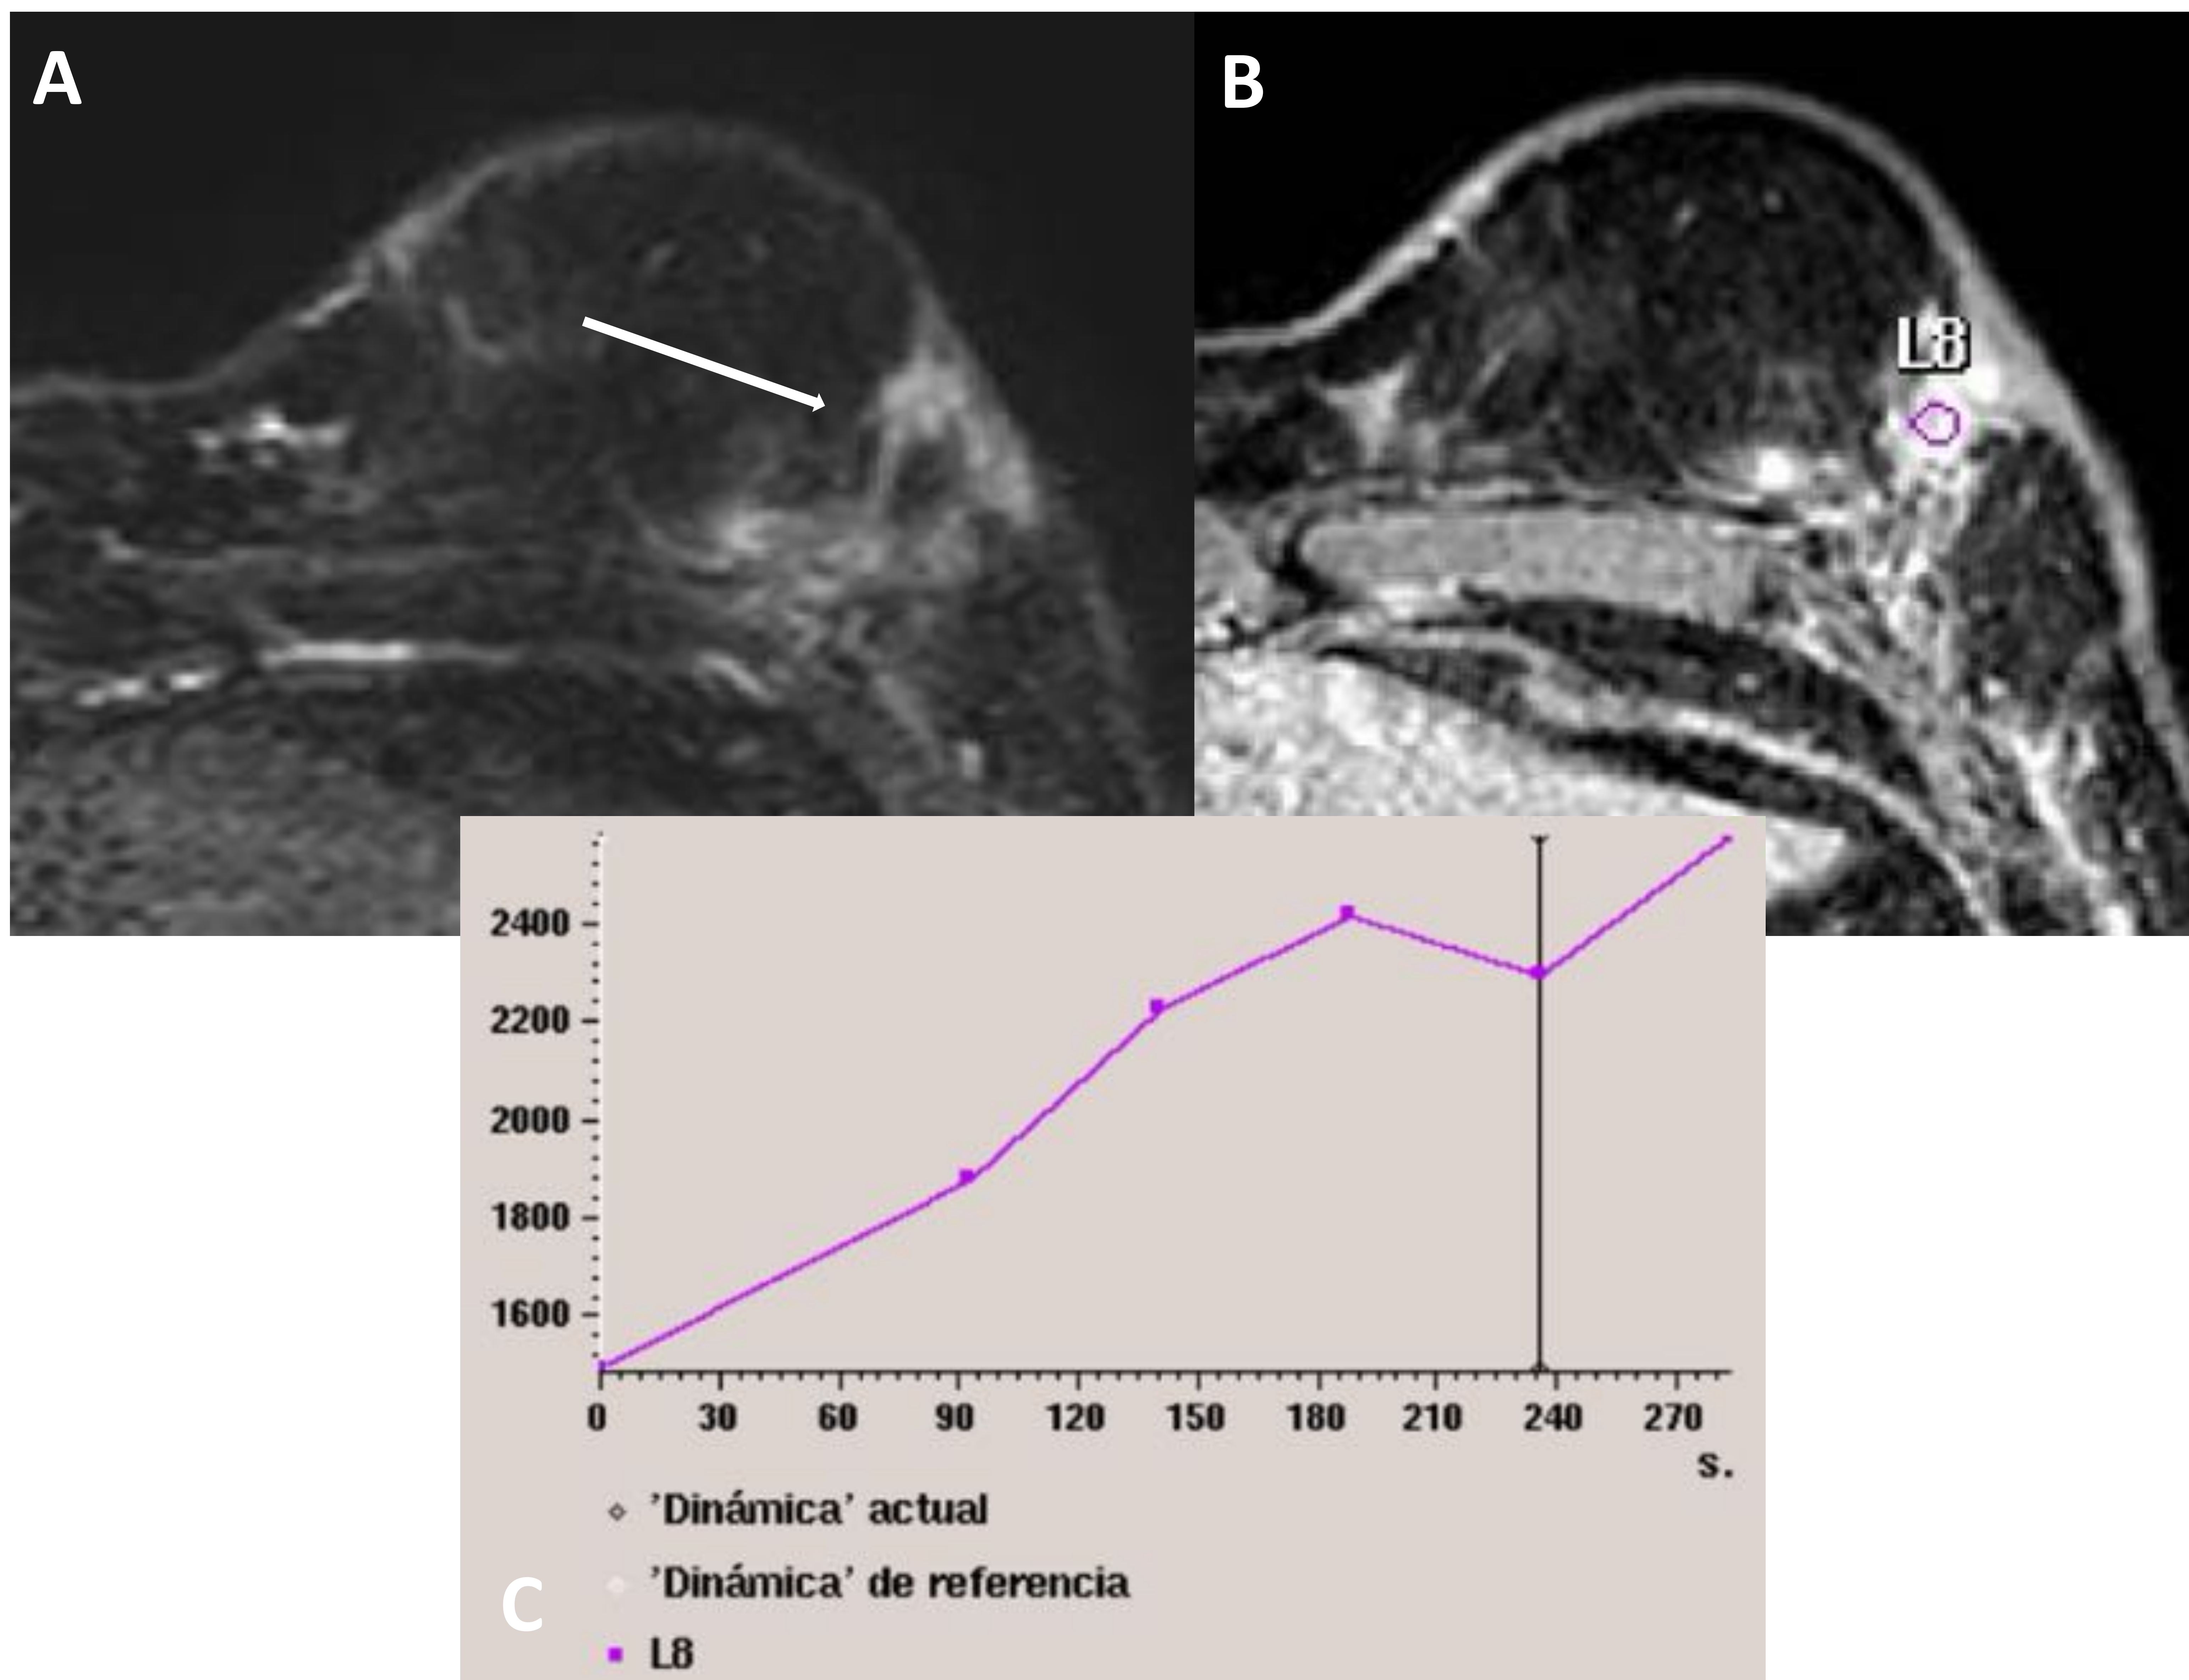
RM mama: (A) nódulo hipointenso en T2 SPAIR, (B) con realce tras administración de contraste y (C) curva de intensidad de señal / tiempo tipo I.
